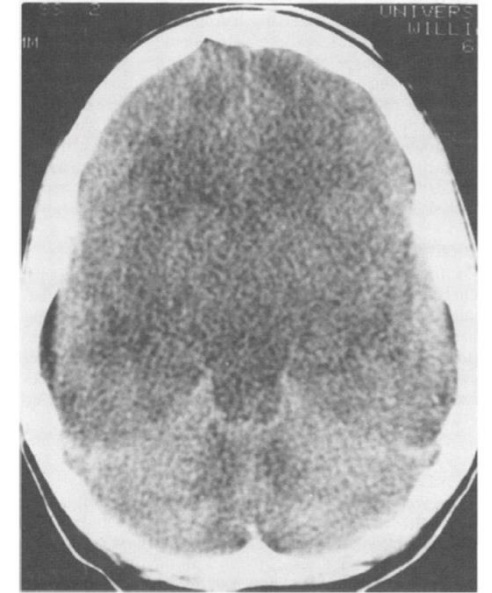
An enhanced computed tomographic scan of the head shows diffuse cerebral edema.
